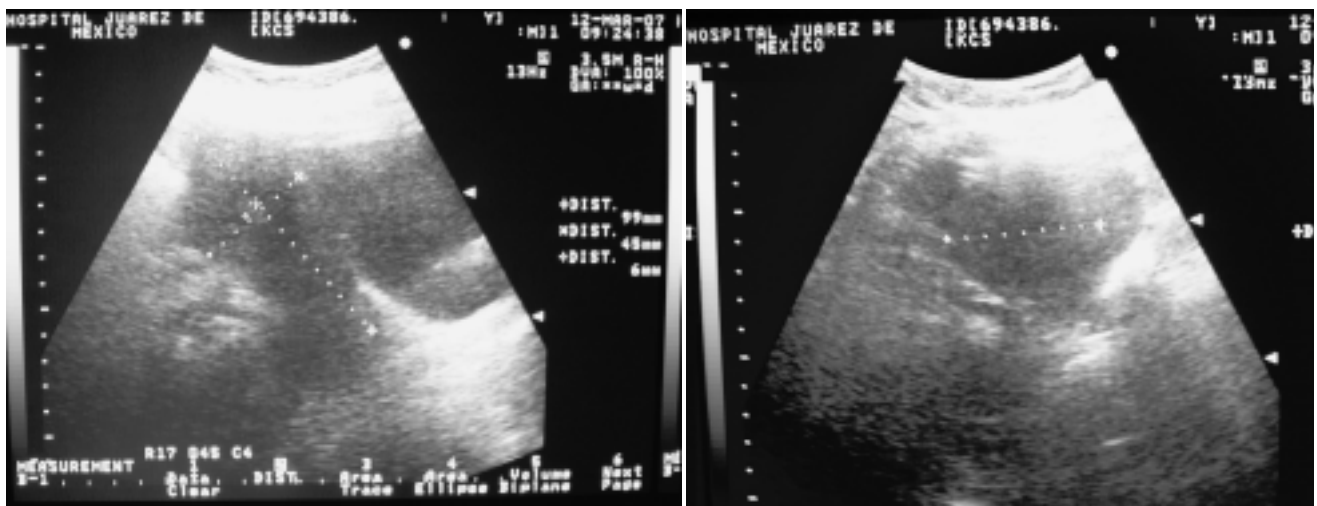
USG de abdomen que muestra colección en fosa renal derecha no dependiente de riñón.
